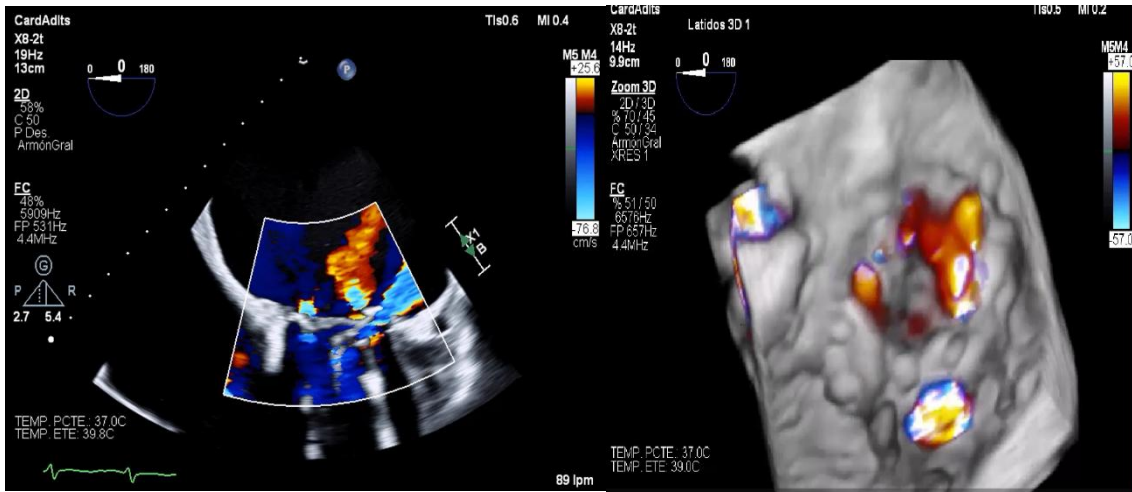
Plano 4 cámaras, con jet de insuficiencia mitral periprotésico muy excéntrico hacia pared lateral de aurícula izquierda. Se muestra el mismo plano en 3D visualizando por Doppler color el jet de insuficiencia mitral periprotésico
